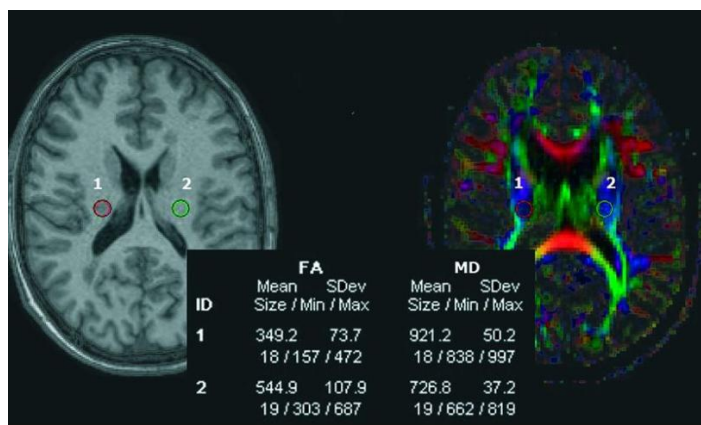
Томограма головного мозку людини (дифузійна МРТ)
